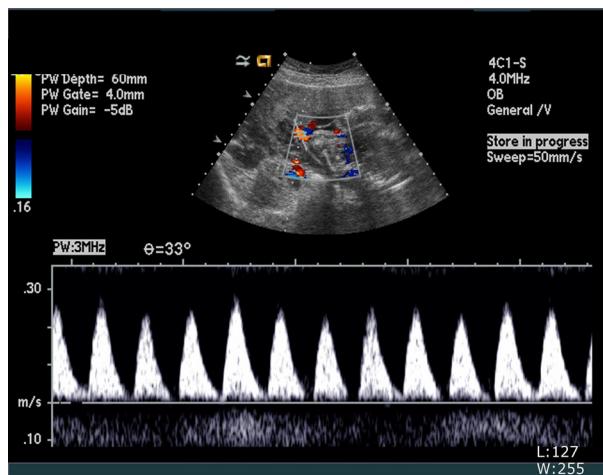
Transabdominal ultrasonography showing loss of umbilical artery end diastolic flow.
